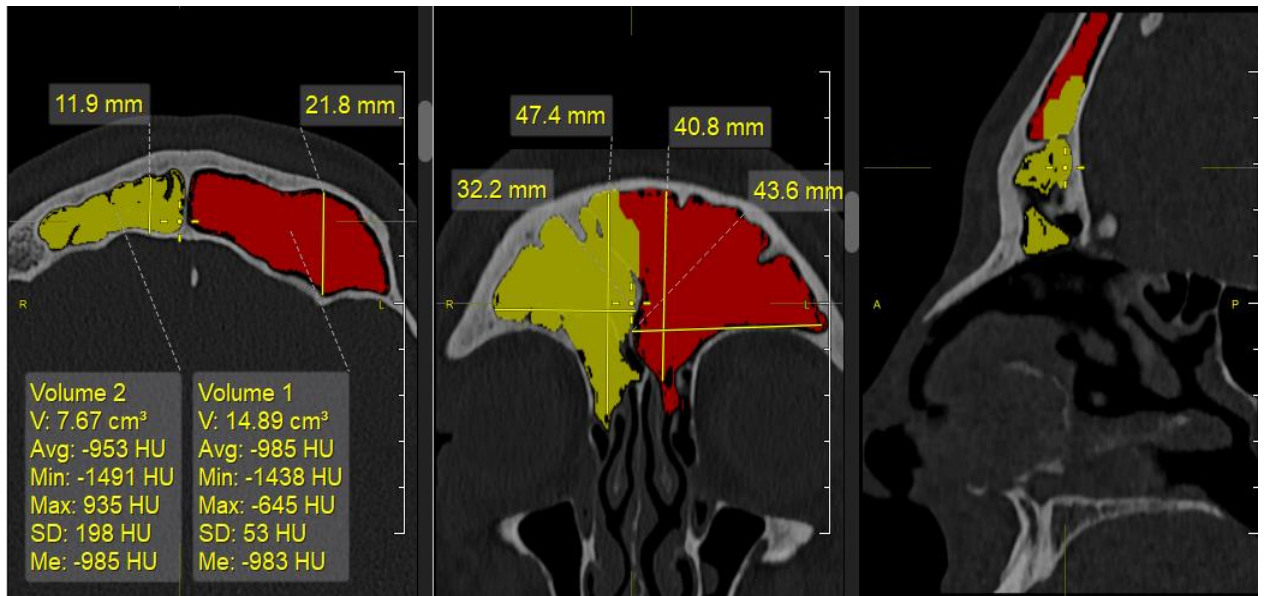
Визначення лінійних розмірів лобових пазух. КТ чоловіка 36 років.
